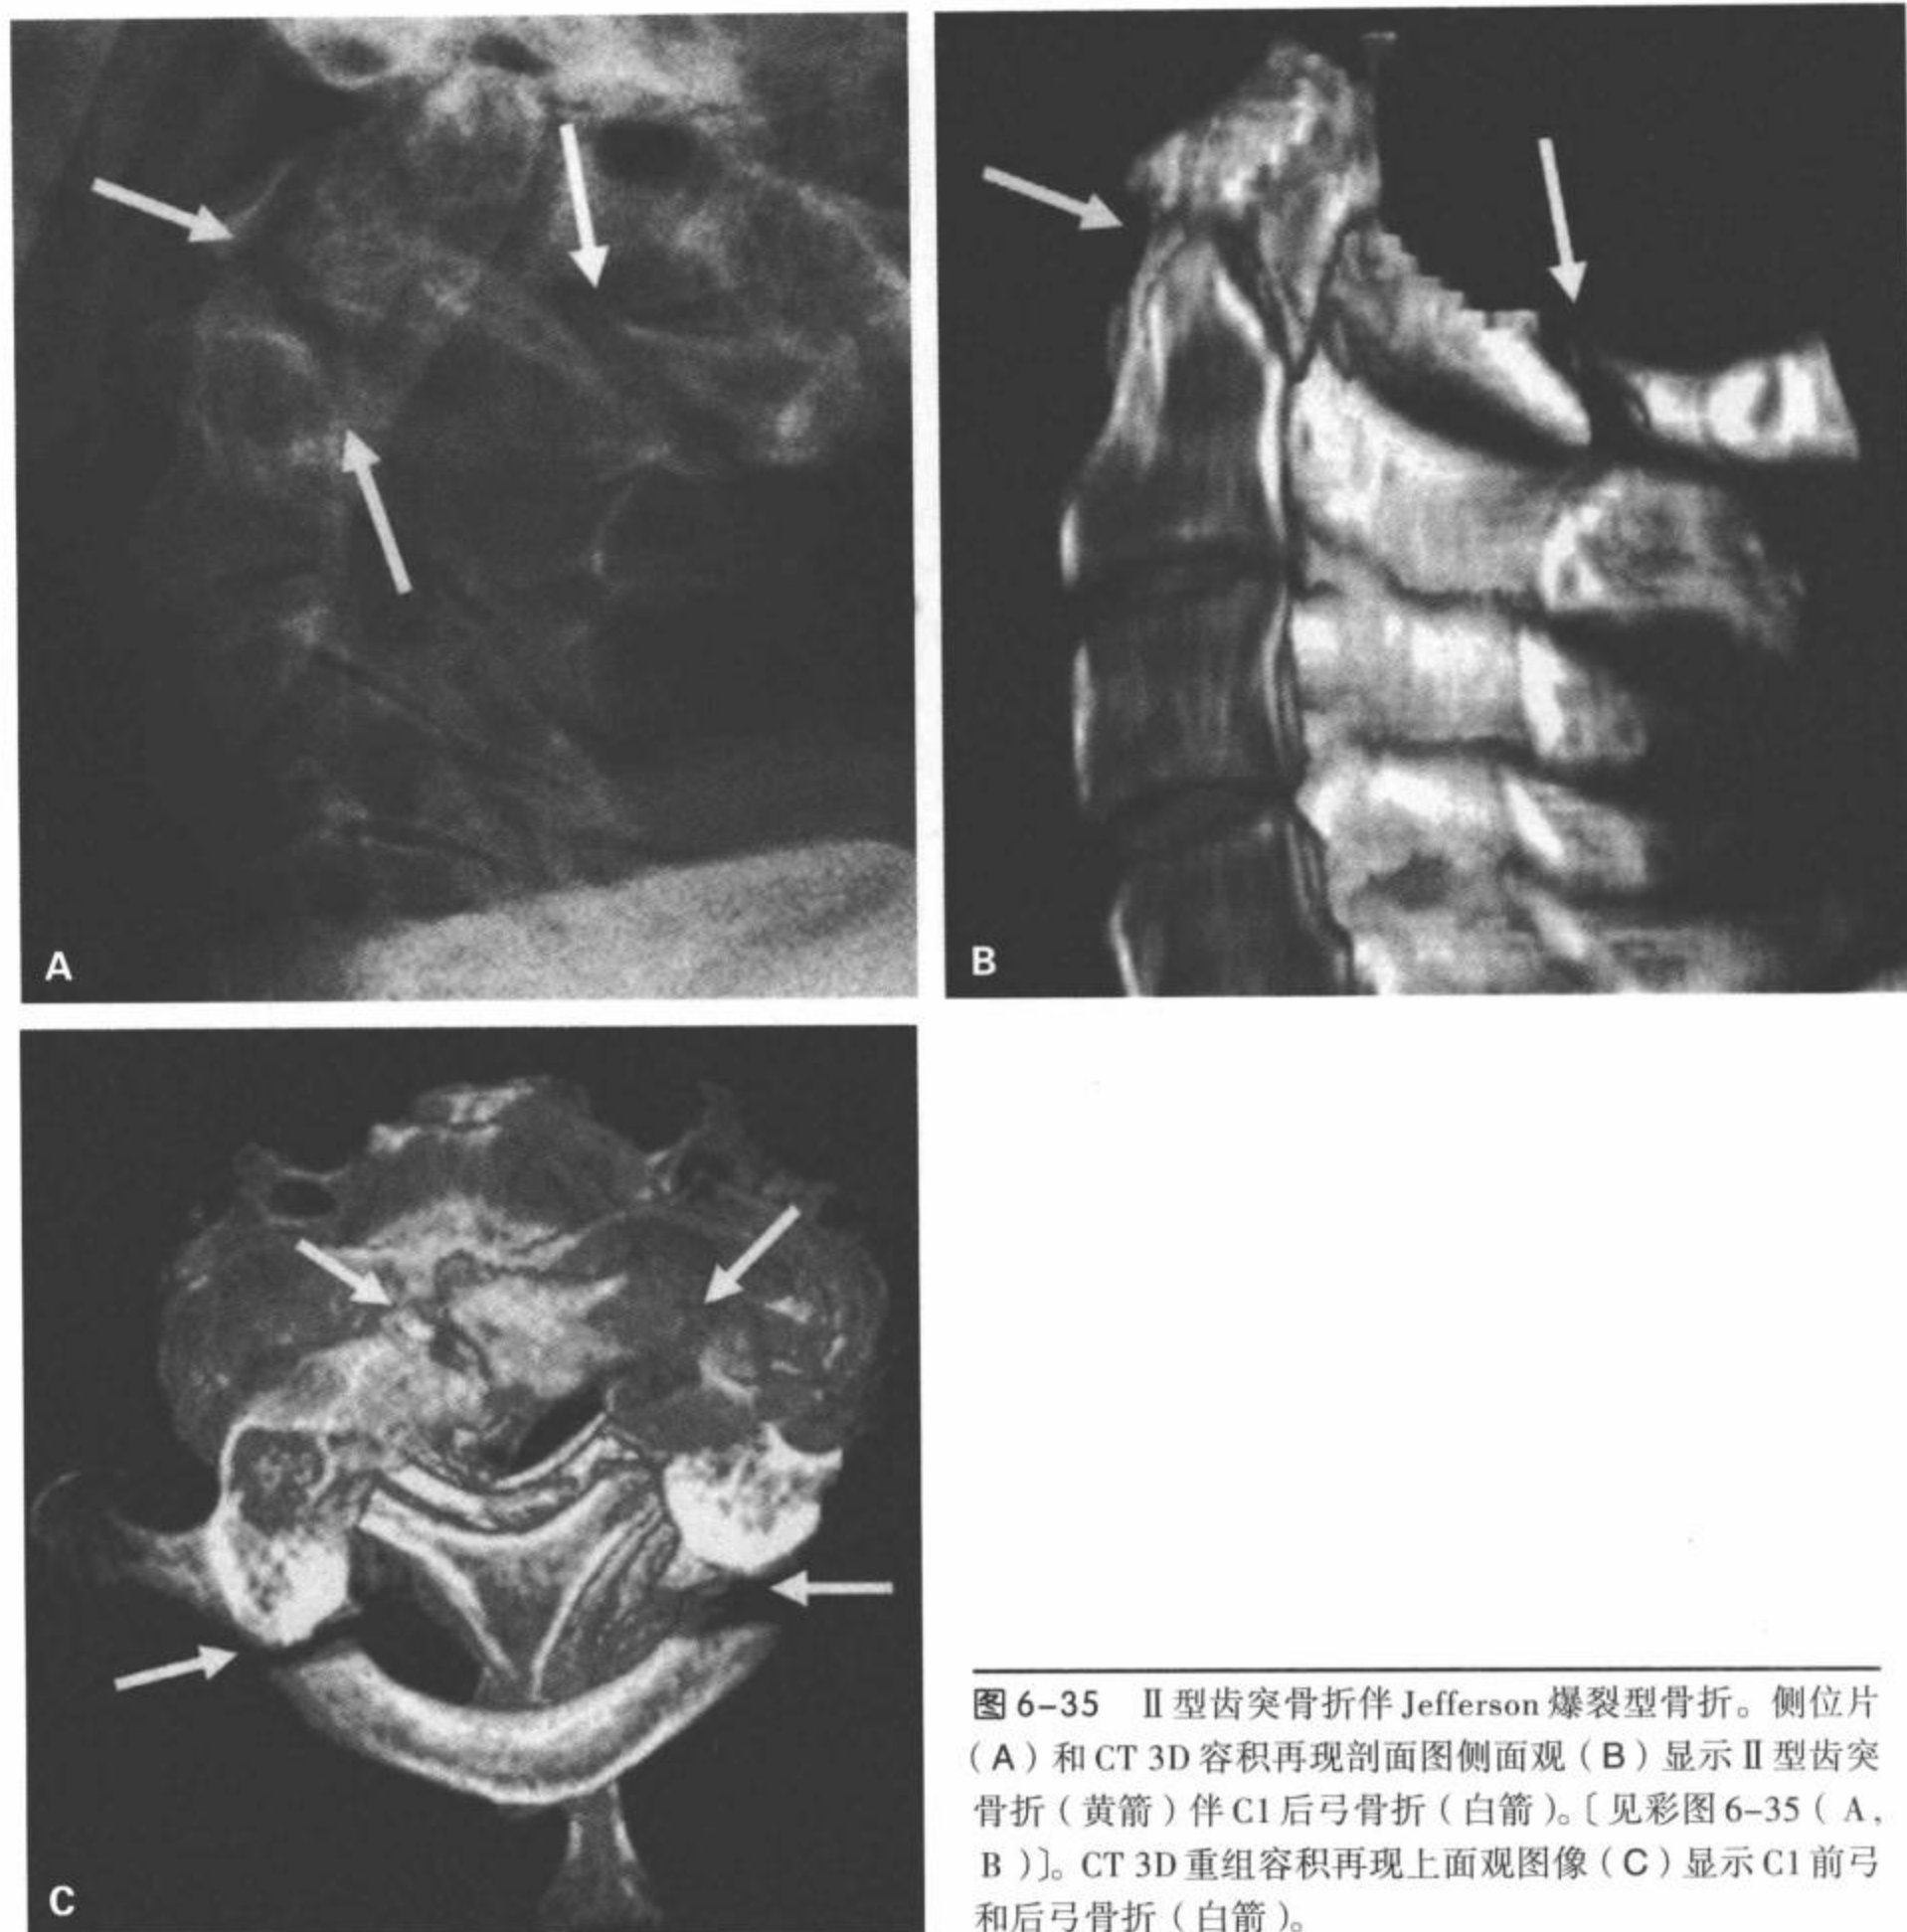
II型齿突骨折伴Jefferson爆裂型骨折。侧位片(A)和CT 3D容积再现剖面图侧面观(B)显示II型齿突骨折(黄箭)伴C1后弓骨折(白箭)。[见彩图6-35(A, B)]。CT 3D重组容积再现上面观图像(C)显示C1前弓和后弓骨折(白箭)。
